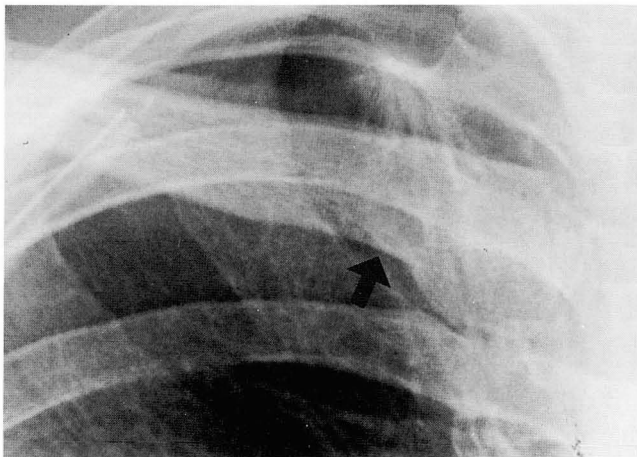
Chest radiograph shows the depressed rhomboid fossa (arrow)
